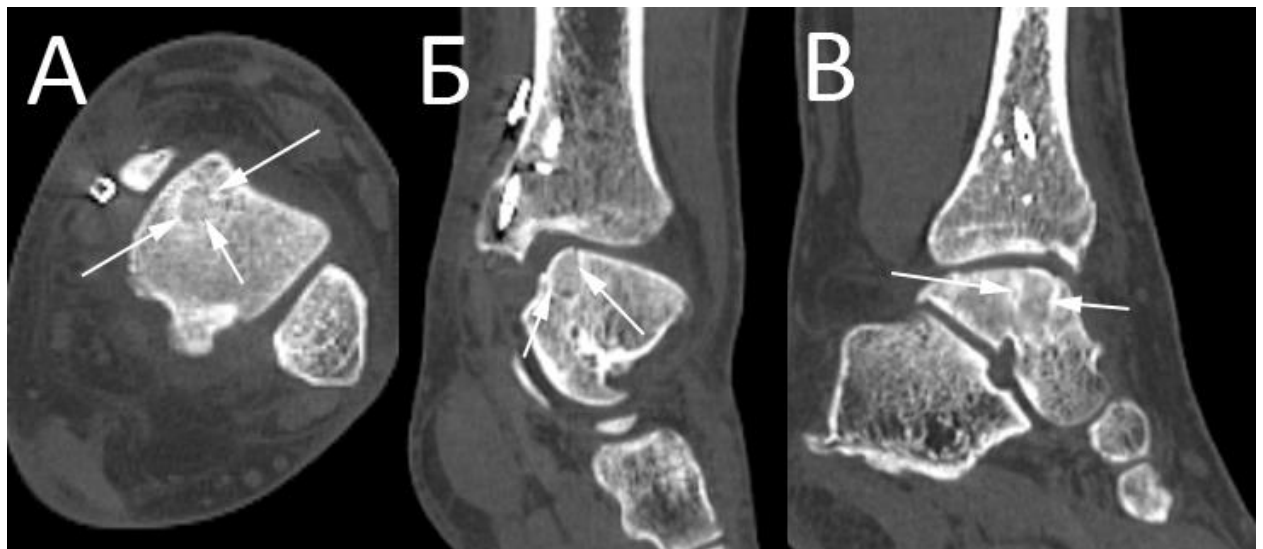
Пациентка Н., 32 лет. КТ левого голеностопного сустава через 12 месяцев после операции: А – аксиальная плоскость; Б – фронтальная плоскость; В – сагиттальная плоскость (стрелками показаны границы костно-хрящевого трансплантата).
